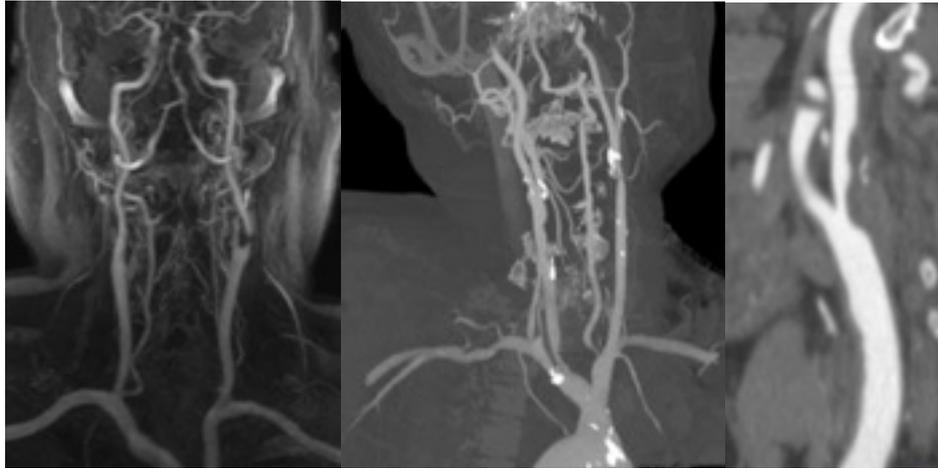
Angiorresonancia carotídea. Angiotomografía carotídea
